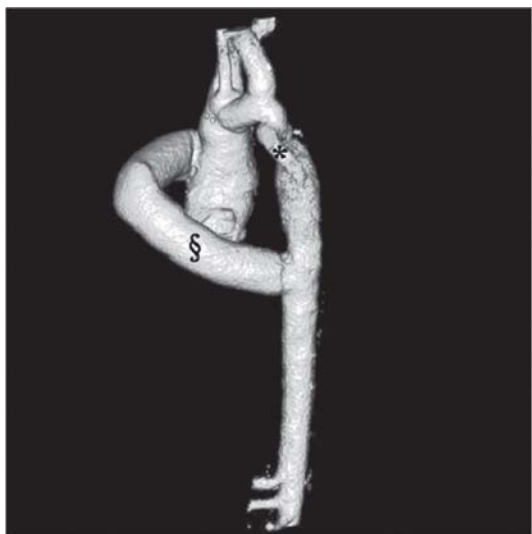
Tomografia computadorizada de tórax com reconstrução tridimensional, mostrando tubo extra-anatômico pérvio entre a aorta ascendente e a descendente (§), o tubo prévio obstruído (\*) e involução de todos os aneurismas
